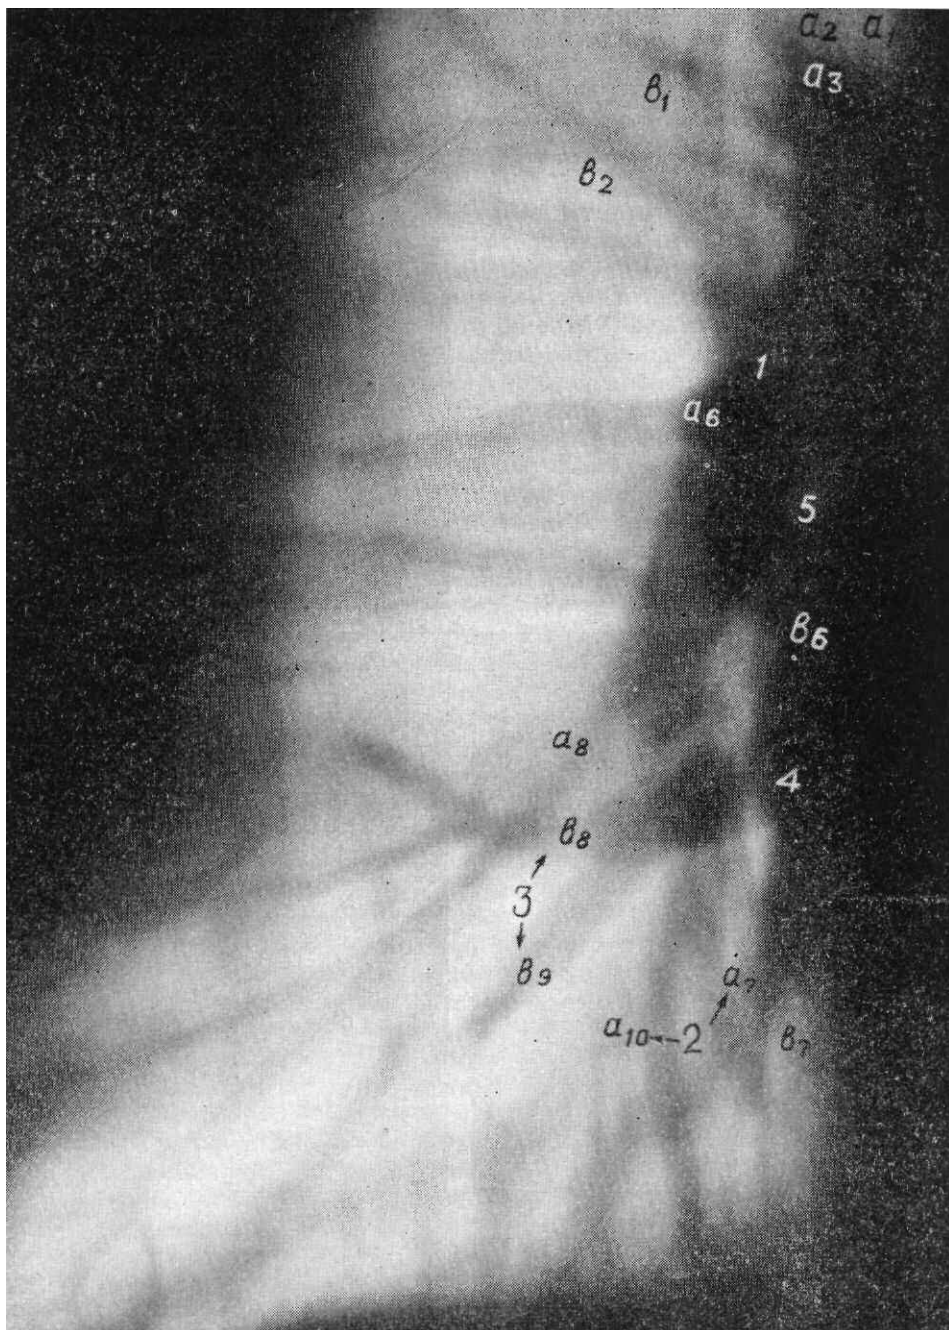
Томограмма корня правого легкого в прямой проекции. Магистральный тип ветвления сосудов.
